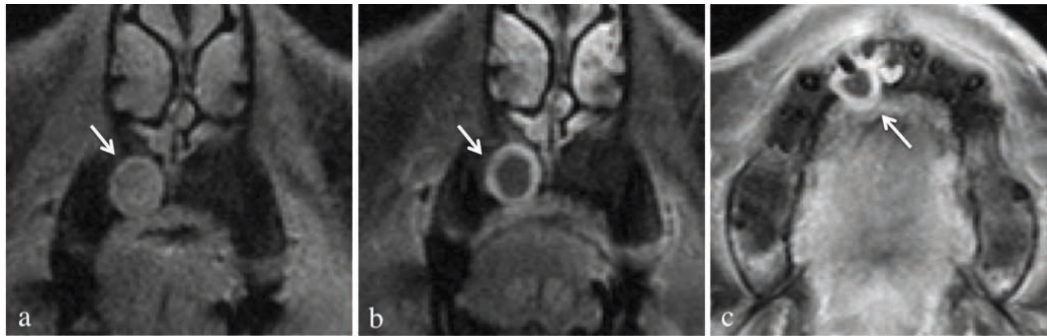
Paziente con lesione litica periapicale dell'elemento dentario 12. Immagini T1 SE FS coronale prima della somministrazione di mdc. ev. coronale e assiale dopo la somministrazione del mdc. ev. (b, c) La lesione risulta lievemente iperintensa in T1 prima della somministrazione di mdc (a) e mostra un *enhancement* di parete dopo mdc.
